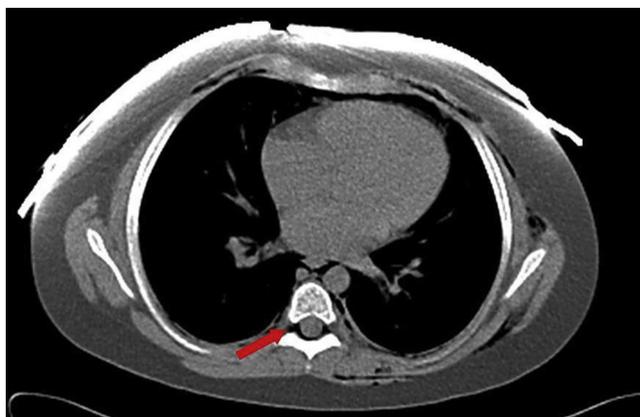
TC torácico sin contraste por vía intravenosa, con ventana de mediastino y detalle del área vertebral. Banda de aire intrarraquídeo rodeando la médula en su saco dural. Aire mediastínico entre la musculatura paravertebral, y entre la aorta y la vena ácigos.
